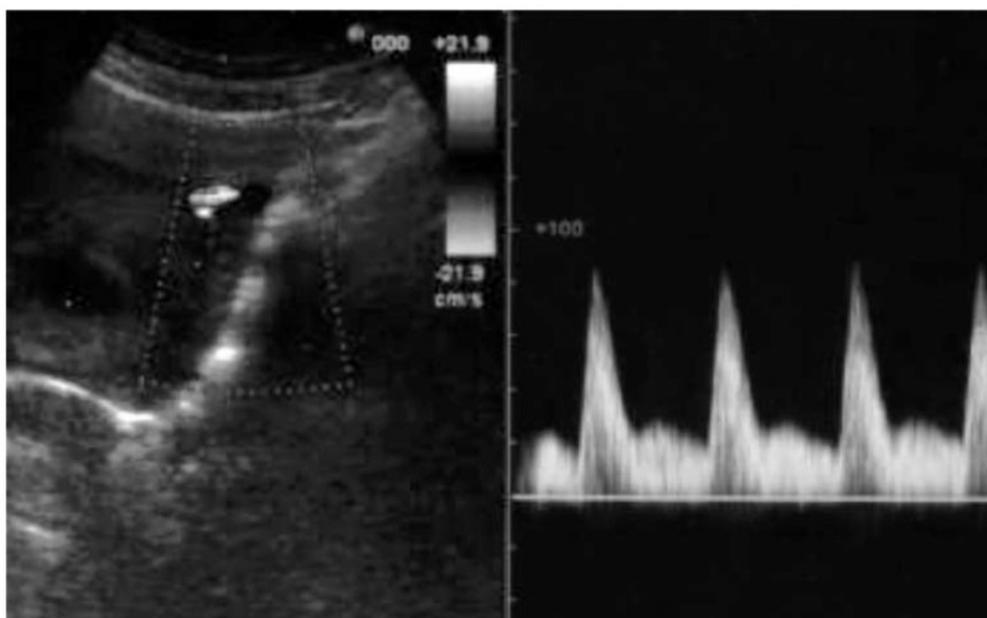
Flussimetria Doppler dell'arteria uterina nel secondo trimestre con alti indici di resistenza e notch proto diastolico, indice di rischio aumentato di patologia ipertensiva gestazionale.
